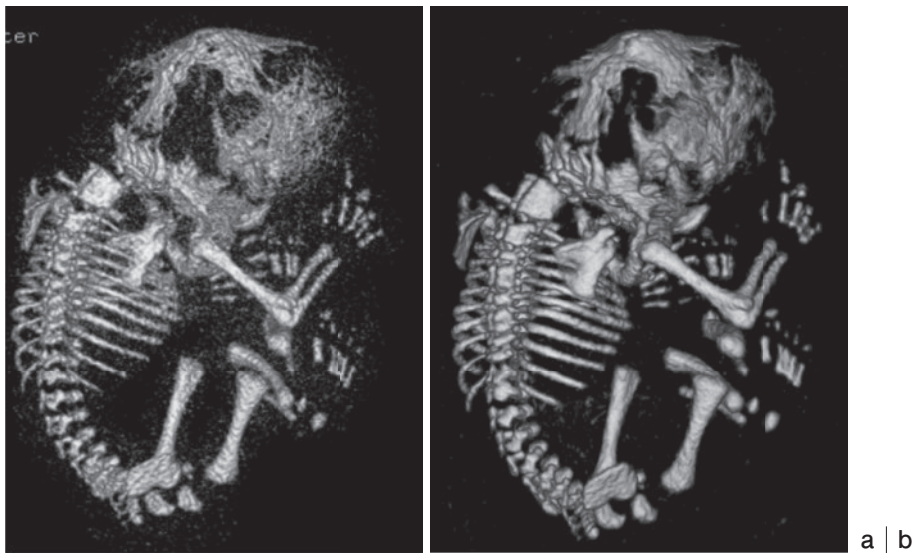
胎児骨格CT (volume rendering) Fig.6と同一症例(妊娠32週 Pfeiffer症候群 type 2), 逐次近似法の違いによる画質の比較
